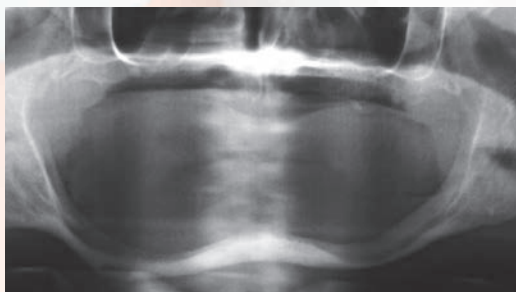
Paziente E.C., femmina, 41 anni, affetta da grave atrofia mandibolare. Ortopantomografia (1990).
